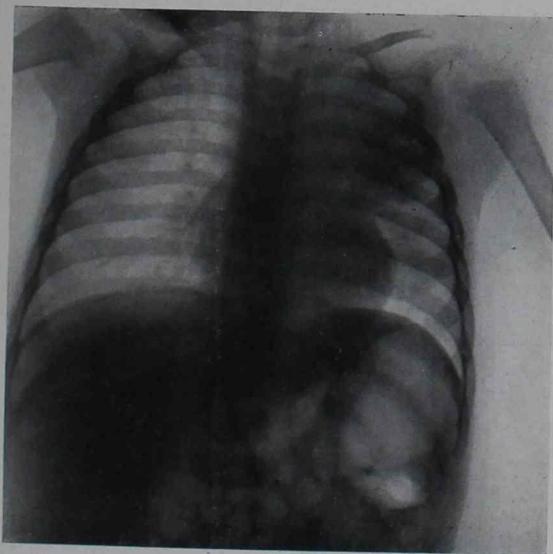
º 6.—Luis C.—Radiografía del 15 de enero de 1934
